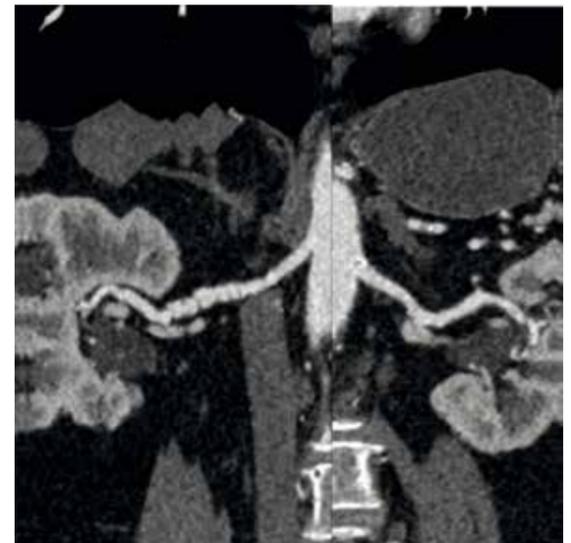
Artérias renais direita e esquerda. Imagens de tomografia computadorizada com contraste em corte axial demonstrando típico aspecto em "colar de contas" da displasia fibromuscular.
